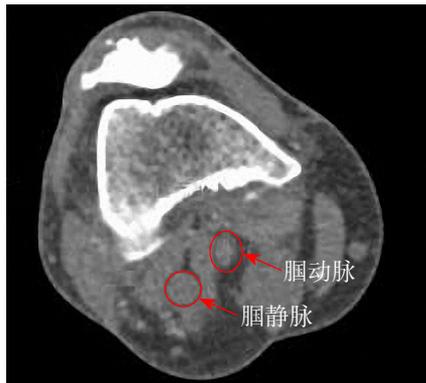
CT 扫描动脉期 (受压闭塞的腓动脉走形于腓肠肌内侧头内侧)
